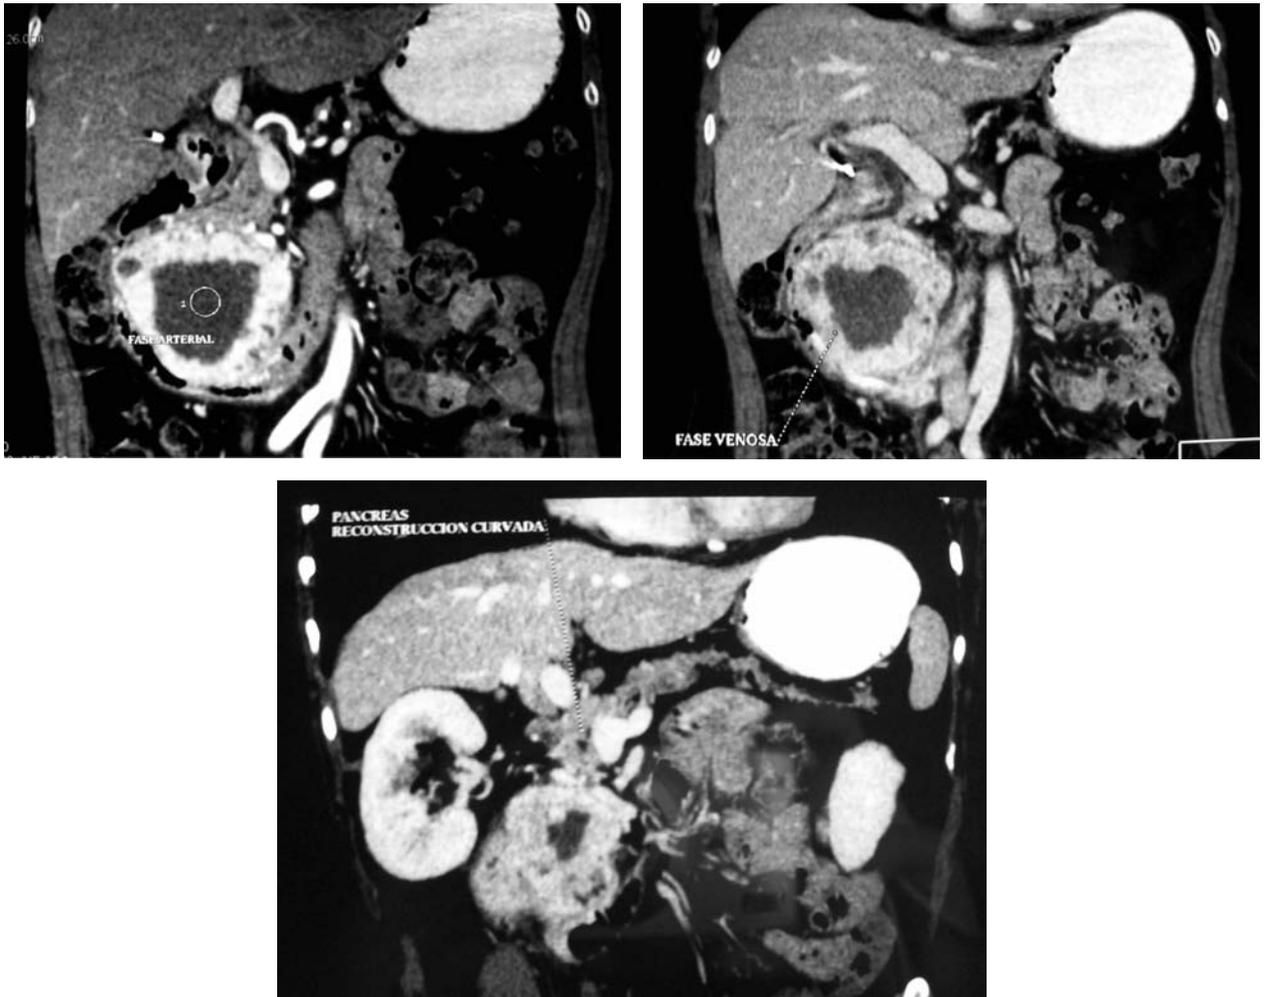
(a, b) La tomografía abdominal muestra un tumor cercano a la cabeza del páncreas con intensa captación de contraste en la fase arterial que persiste en secuencia venosa, con áreas de hipodensidad central correspondiente a necrosis. (c) En la reconstrucción curvada del páncreas se aprecia el tumor entre la segunda y tercera porción duodenal.
